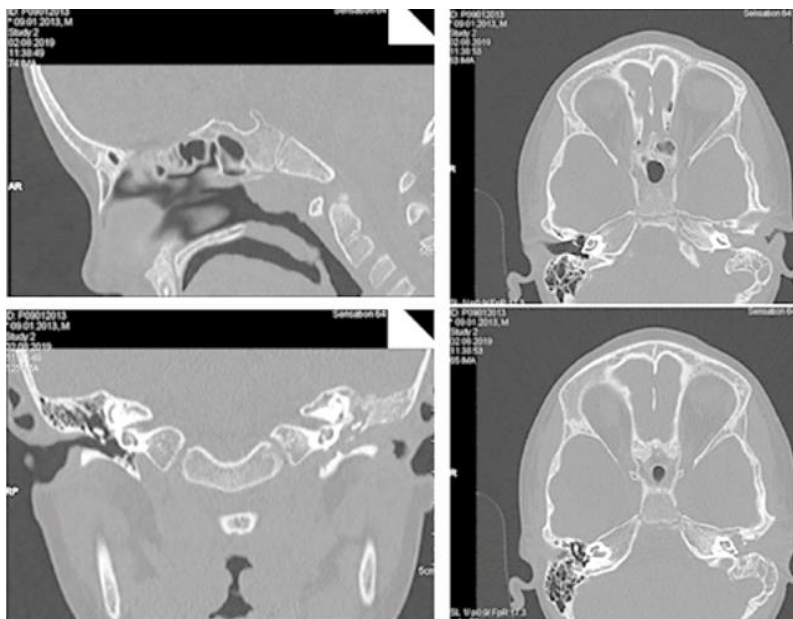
TC a oaselor temporale
